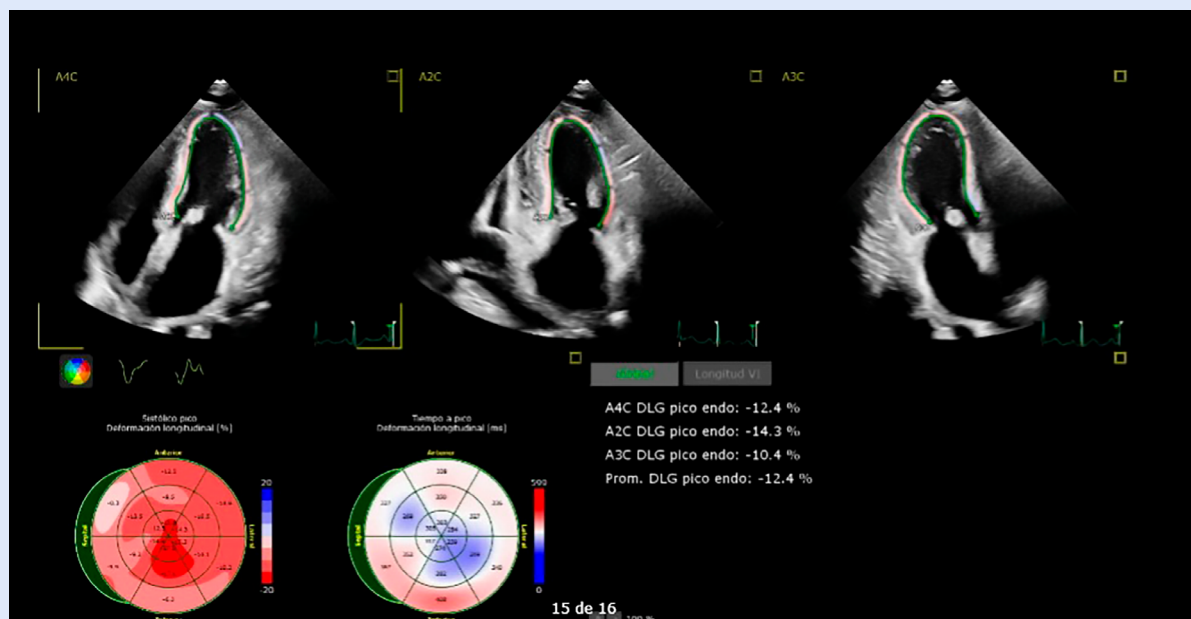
Ecocardiografía que muestra strain longitudinal global disminuido (-12,4) al diagnóstico.
